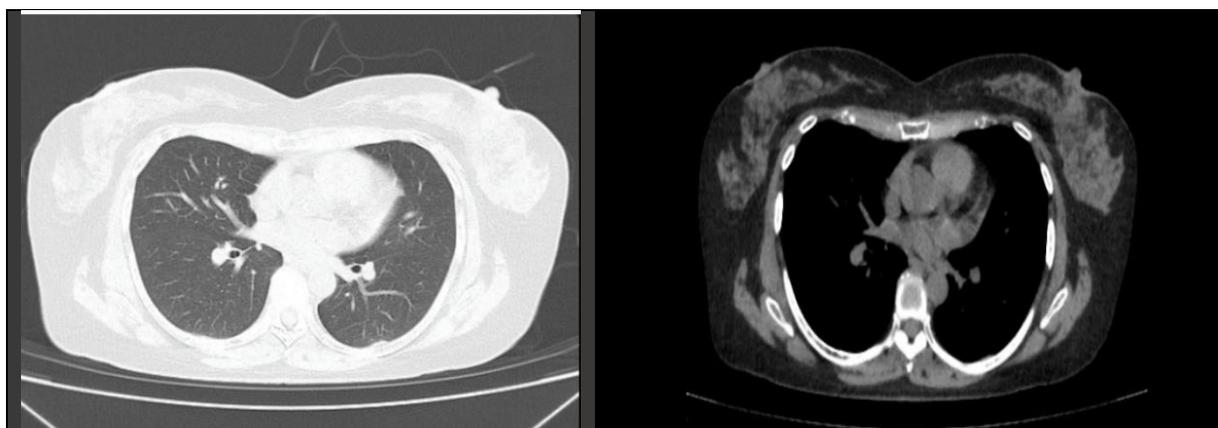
TOMOGRAFIA DE ALTA RESOLUCION PULMONAR.
